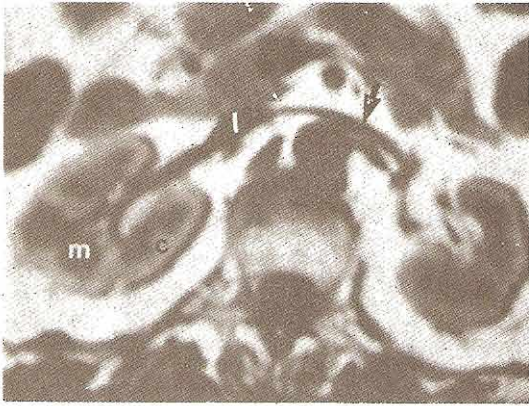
Aspecto por IRM del riñón normal. Arriba izquierda: Imagen eco-spin convencional con T1 intensa mostrando detalles de la anatomía del riñón con diferenciación entre señales de alta intensidad de la corteza (C) y las de baja intensidad de la médula (M). Vena renal izquierda (flecha), vena cava inferior (I). Arriba derecha: Imagen eco-spin T1 intensa con técnica de saturación de grasa. Como se ha suprimido la señal de la grasa la computadora ajusta de manera automática la escala de grises de la intensidad de la señal permitiendo un mejor contraste entre las señales de alta intensidad de la corteza (C) y las de baja intensidad de la médula (M). Abajo izquierda y abajo derecha: Imagen de los riñones normales utilizando técnica GRASS (del inglés *Gradient Recall Acquisition Steady State*). Las imágenes con gradiente de eco se obtienen mientras el paciente contiene la respiración. Abajo izquierda: Rastreo sin contraste. Abajo derecha: Rastreo después de inyectar gadolinio-DPTA como medio de contraste. La imagen se obtuvo durante la fase del nefrograma que muestra crecimiento uniforme de ambos riñones (K). Hay amplificación del hígado (L) y del bazo (S).
